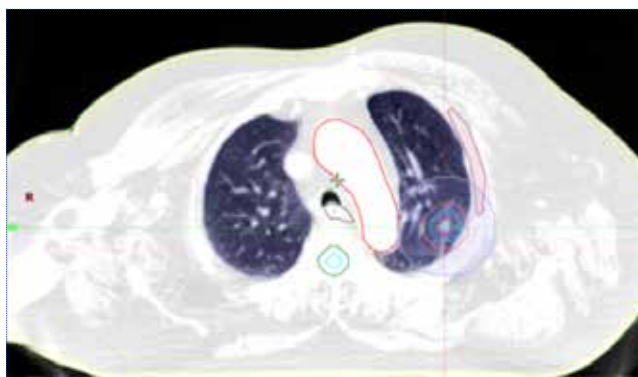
Delineação de volumes na TC de planeamento.
